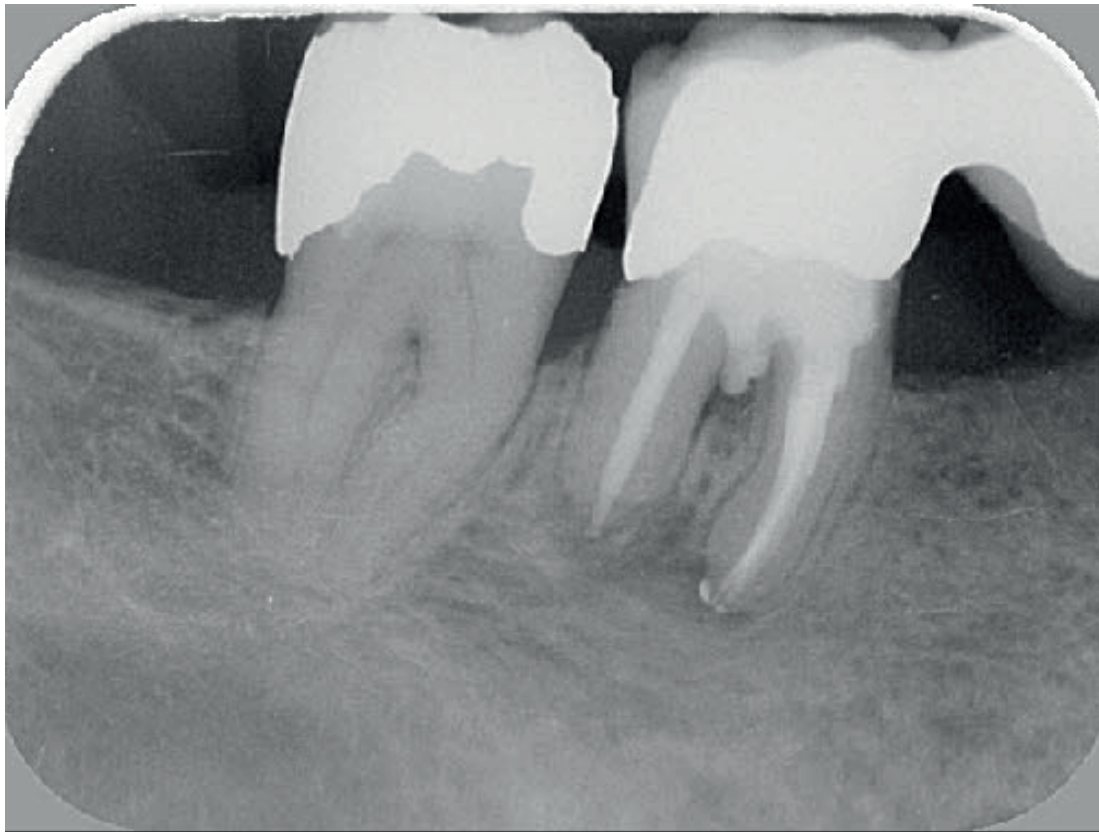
Röntgenkontrollaufnahme mit sichtbarem, homogenem Verschluss der Perforationsstelle.
